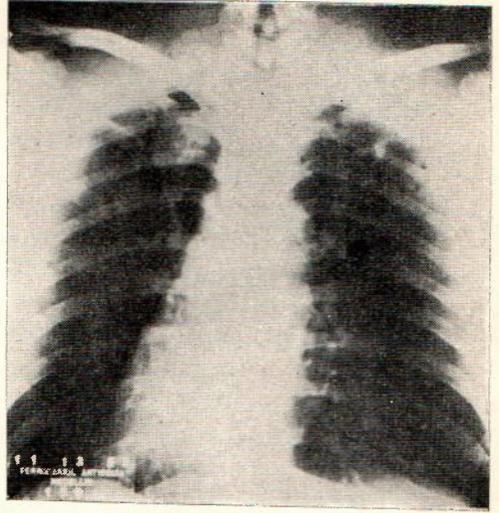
Radiografía penetrada tomada el mismo día
